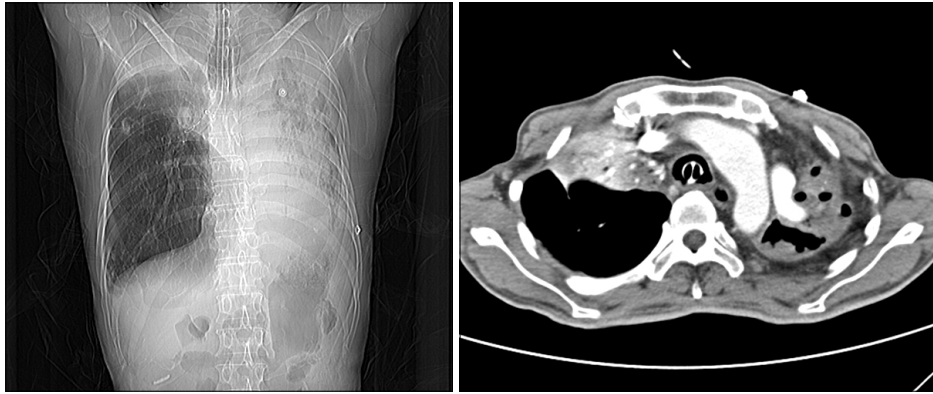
The initial chest CT showed total parenchymal destruction of the left destroyed lung and total collapse of the right upper lobe of lung. CT: computed tomography.
